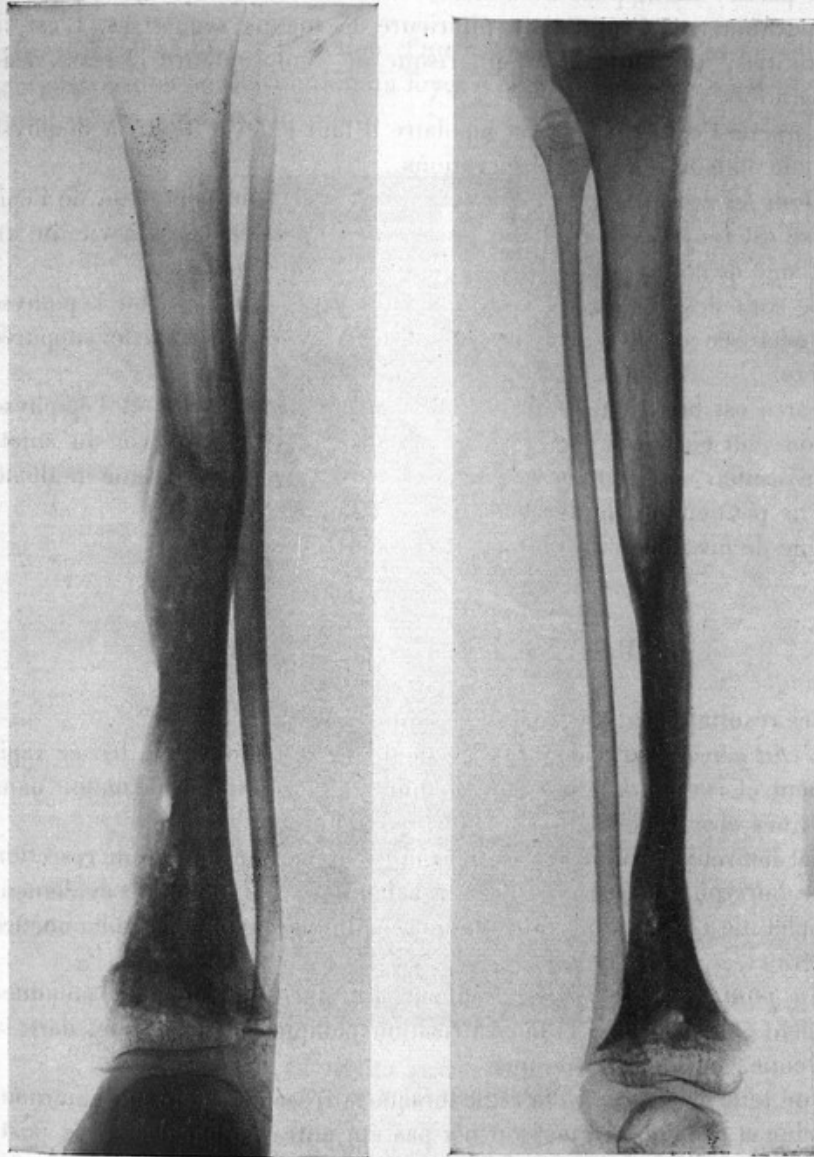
(Obs. I). Radiographies de la jambe (face et profil)
